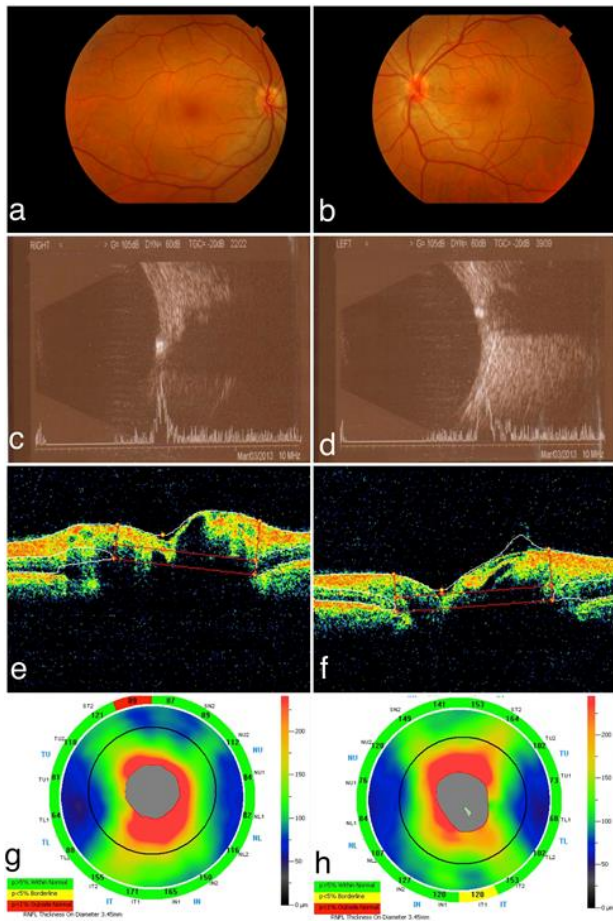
Olgunun her iki gözünün fundus fotoğrafı, USG ve OKT görüntüleri (a,b,c,d).
